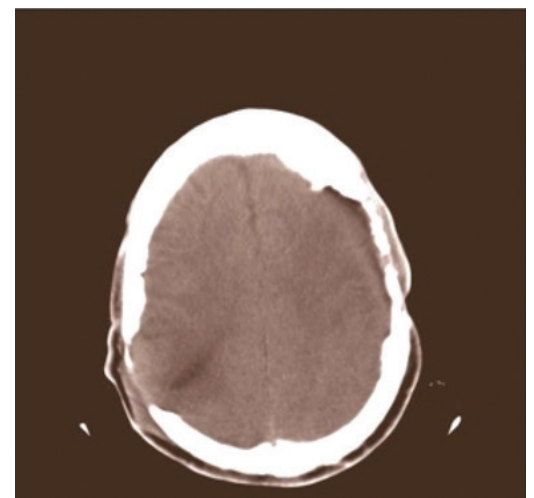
TC fecha 23-4-18. Obliteración de los ángulos pontocerebelosos (a). Craniectomía parietal bilateral con herniación transcraniectomía parietal derecha de tejido cerebral y meninges.
